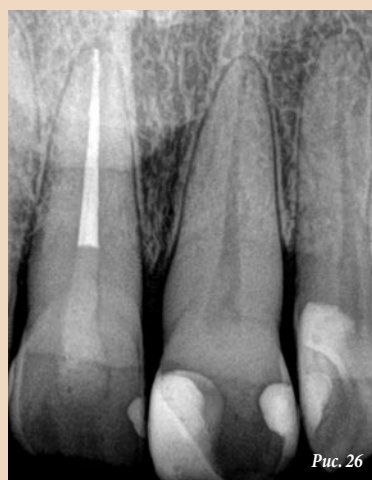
Заключительная рентгенограмма
